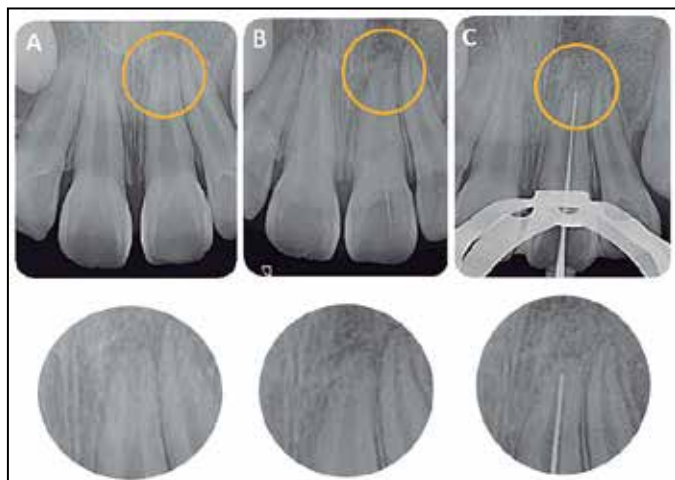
A. Radiografía Periapical tomada en Mayo/2018, B: Radiografía Periapical tomada previo a la presente sesión. Se aprecian cambios radiográficos a nivel apical (señalados con un círculo) compatible con una reparación apical. C: Tope apical evidenciado tras exploración de canal radicular
